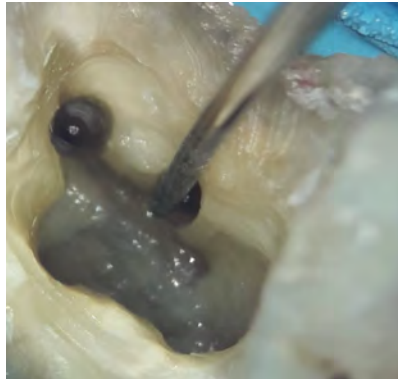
Desgastes selectivos con punta de ultrasonido E7D NSK® en Fase 3. (Fuente propia)
